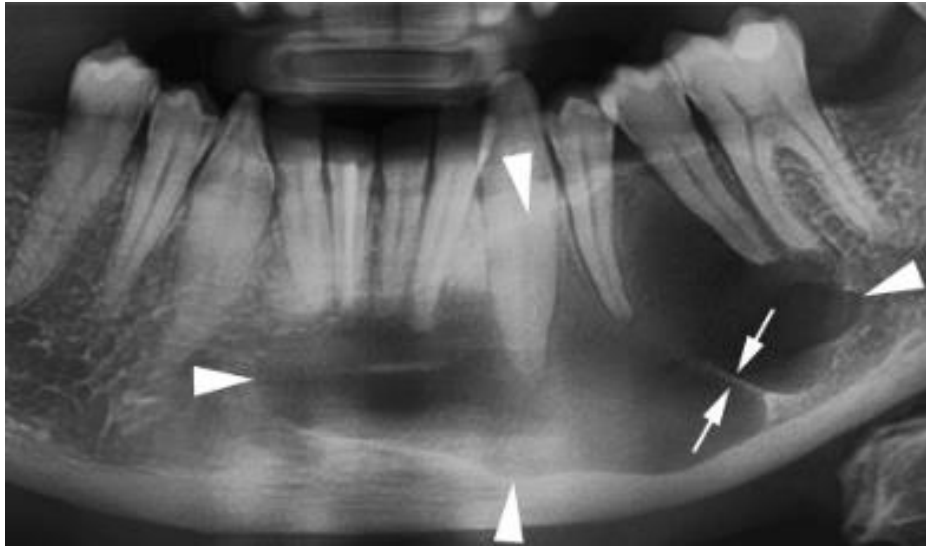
Radiografía panorámica de un paciente con QO múltiples. Nótese la gran destrucción ósea provocada por la presencia de los QO (27).
